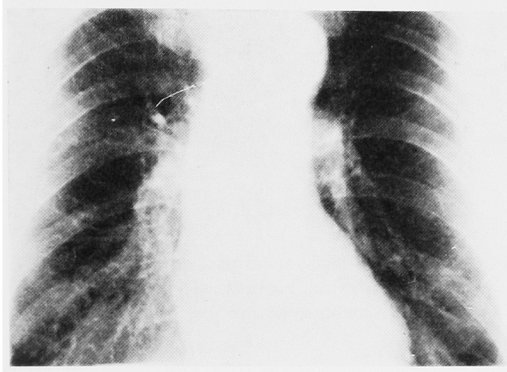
Chest X-ray reveals no metastatic lesion
